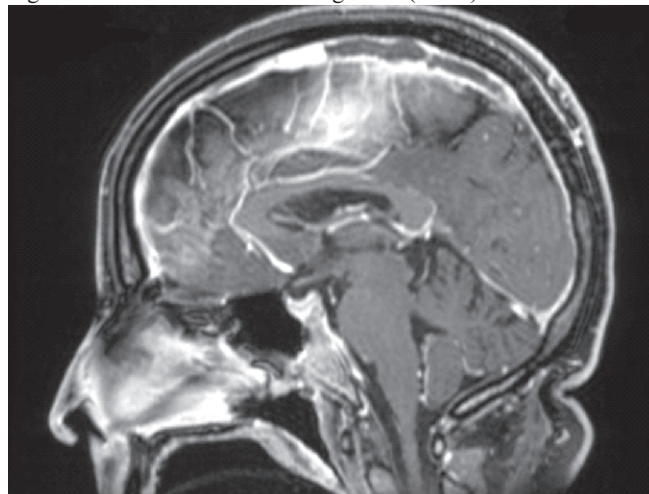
Ressonância nuclear magnética (RNM) de crânio
